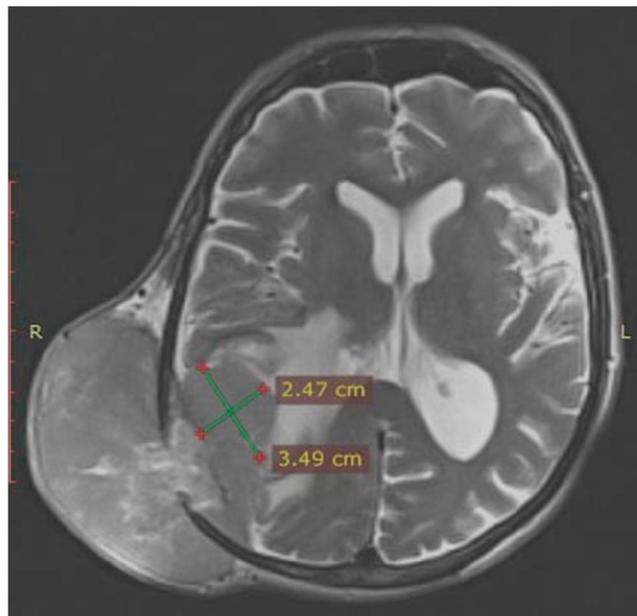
RMN craneal. Corte axial. Ponderación T2.
